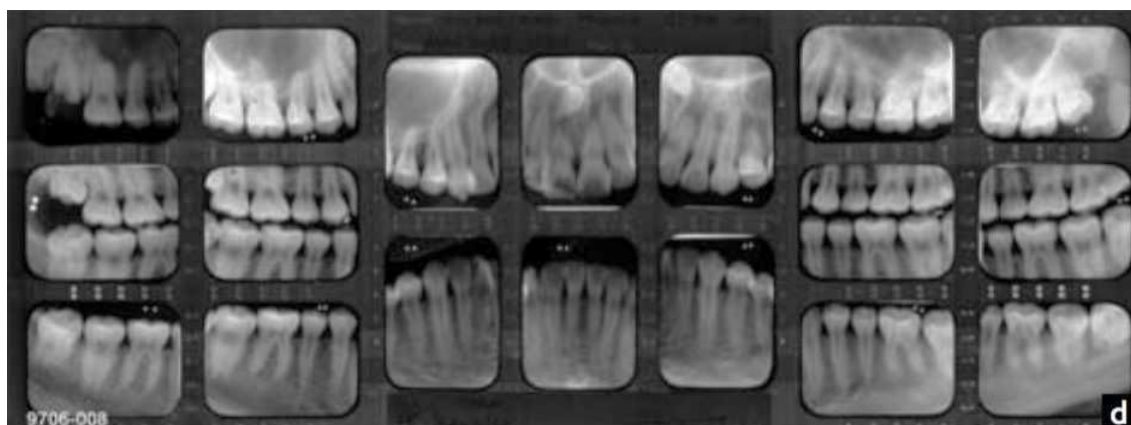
Radiografias bitewings para determinar a idade. Radiografia da esquerda equivale ao registo *ante-mortem* de janeiro de 2007 e a da direita representa o registo *post-mortem* de outubro de 2007 (adaptado de Sweet, 2008)
